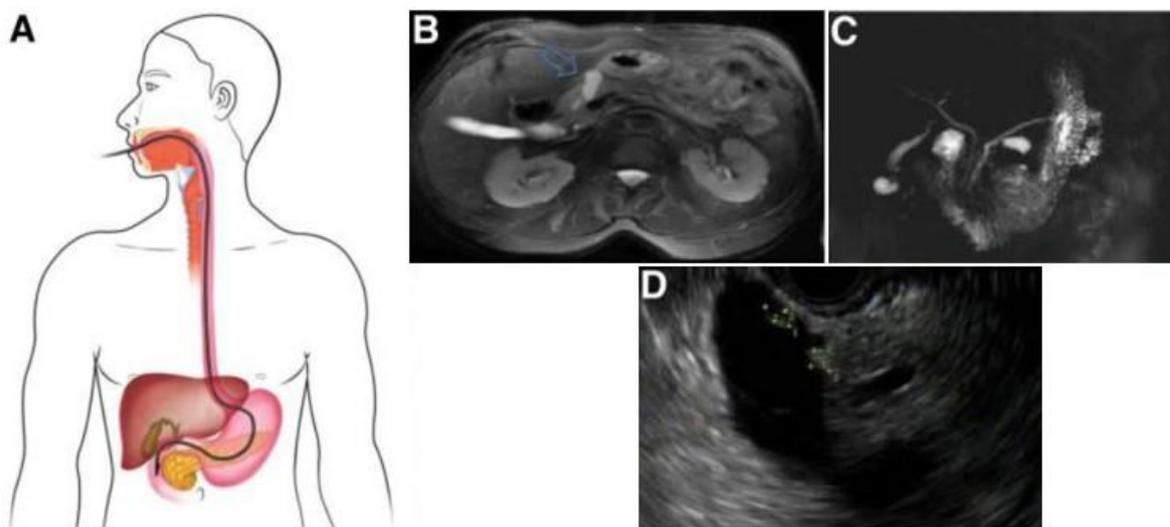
Métodos de triagem atualmente recomendados. (A e D)- EUS. (B)- Ressonância magnética. C- Colangiopancreatografia por ressonância magnética.²
